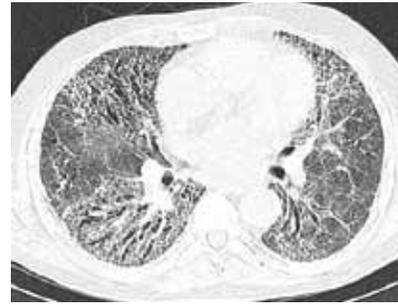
КТ больного П. с обострением ИЛФ: утолщение междольковых перегородок, тракционные бронхоэктазы, изменения по типу «сотового легкого», диффузные изменения по типу «матового стекла»
